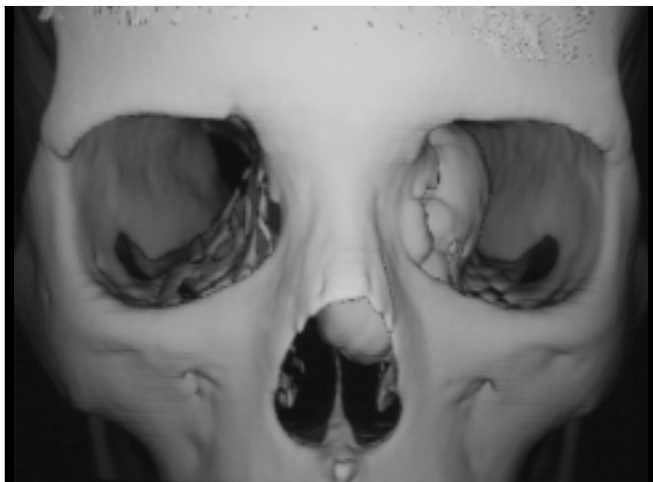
Tomografia computadorizada de seios da face com reconstrução tridimensional mostrando osteoma fronto-etmoidal.
